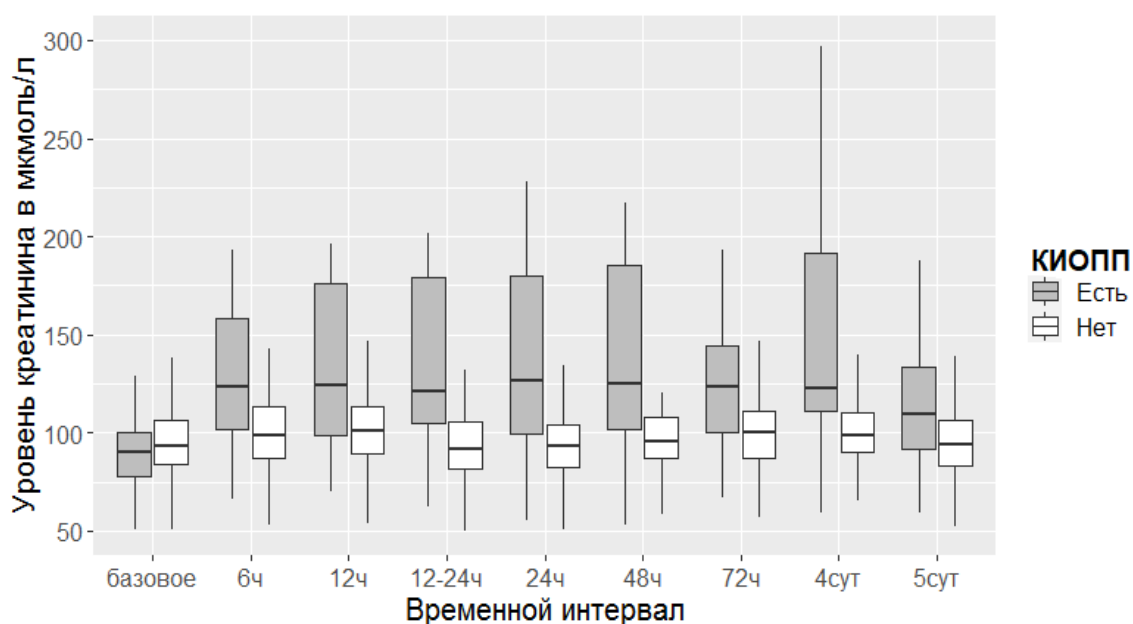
Динамика изменений уровня креатинина у пациентов с острым инфарктом миокарда до и после проведения рентгеноконтрастного исследования (выбросы не отображены).
